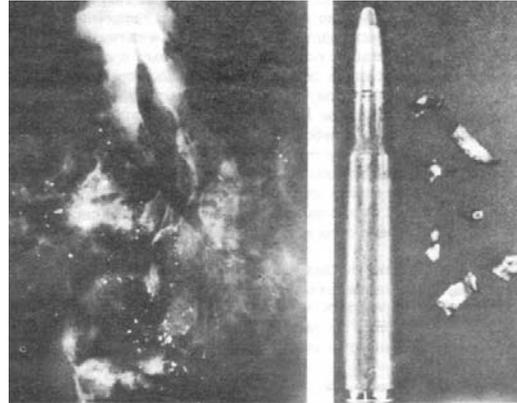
Разрыв полубололочной пули (справа) в теле; светлые участки на рентгеновском снимке (слева) соответствуют осколкам пули
